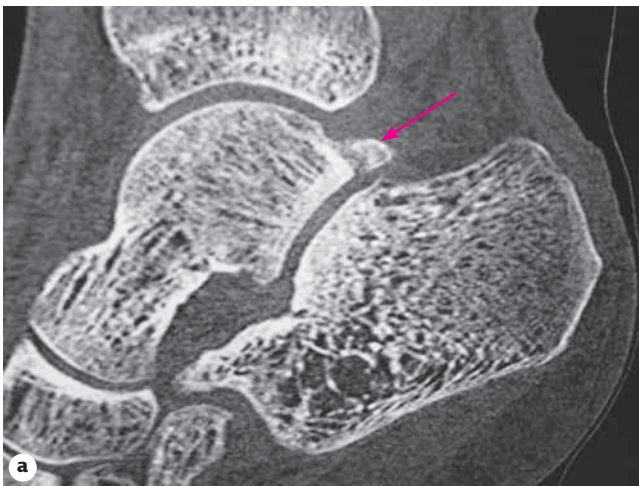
Больная Е. (25 лет) {3}. КТ заднего отдела стопы (2010 г.). В сагитальной (а) и аксиальной (б) проекциях определяется старый отрыв фрагмента заднего края (отростка) таранной кости (стрелка), внесуставной перелом. Видна также выраженная нагрузочная перестройка костей предплюсны, особенно пяточной кости (множественные очаги просветления, лоозеровские зоны) .
